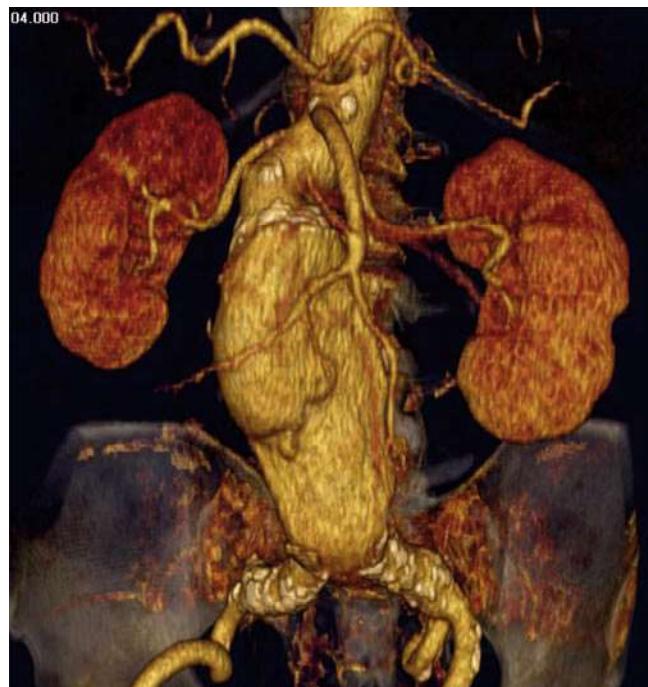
▶ 3-D-Rekonstruktion einer computertomografischen Angiografie eines abdominellen Aortenaneurysmas
